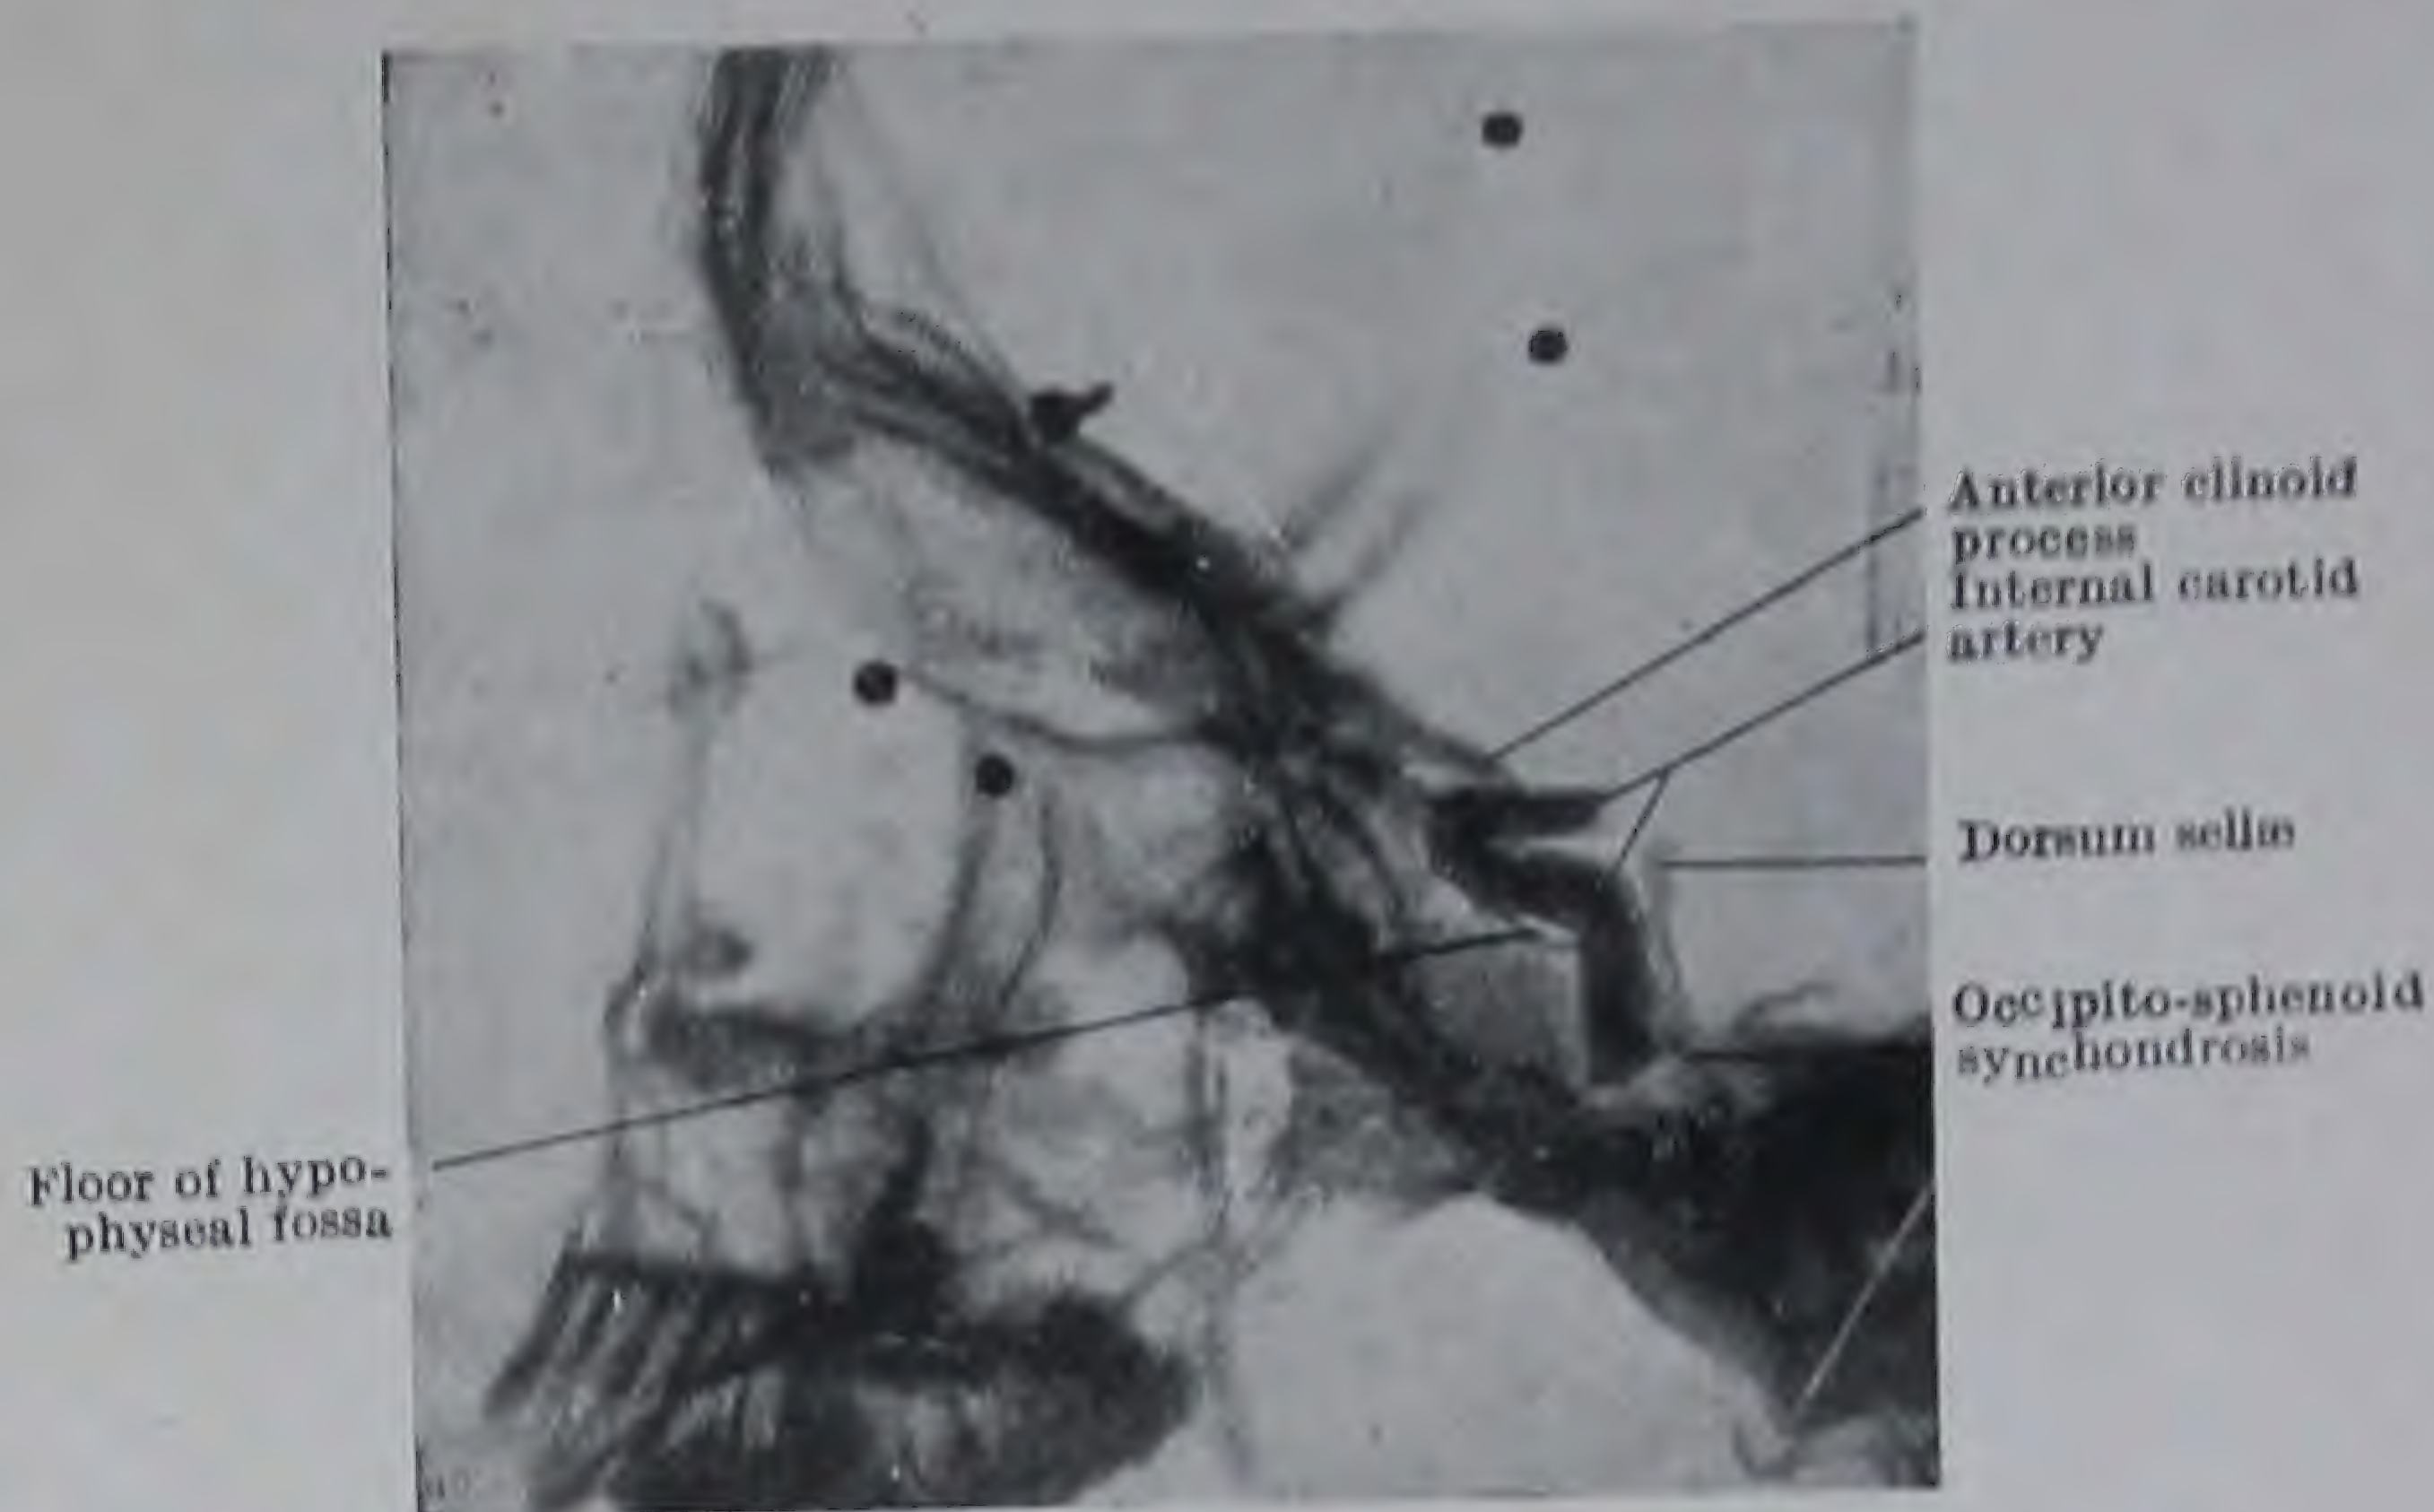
Radiograph of Skull of a Child—lateral view—showing the relation of the internal carotid artery to the base of the skull. The portion of the artery shown was injected. (Dr. H. M. Traquair.)
